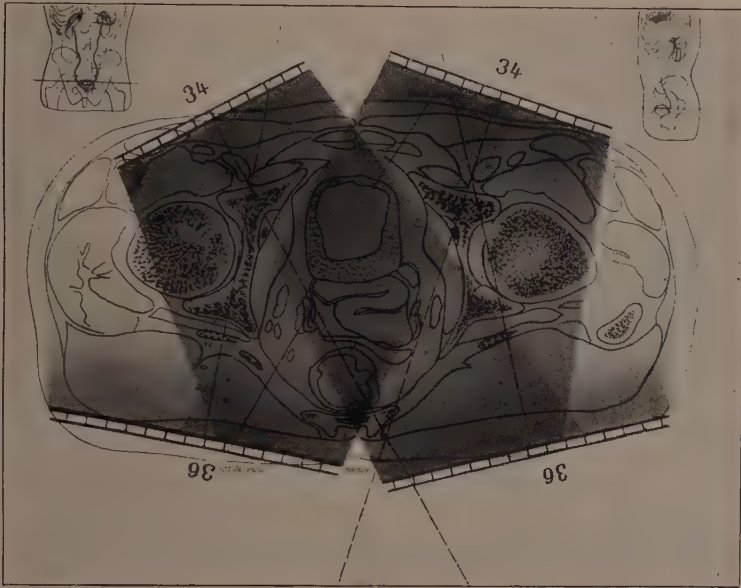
Mutmaßliche Dosenverteilung bei dem von Max Müller mitgeteilten Falle von Röntgenverbrennung der Harnblase, welche im Anschluß an eine Kastration mit vier großen Feldern eingetreten war.
